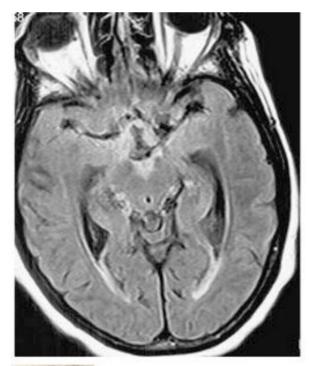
8 Meningitis tuberculosa. Imagen de RM-FLAIR axial que muestra marcada hiperintensidad en las cisternas interpedunculares y astas temporales prominentes en un paciente con hidrocefalia comunicante leve. (Cortesía del Dr. B. Bowen.)
